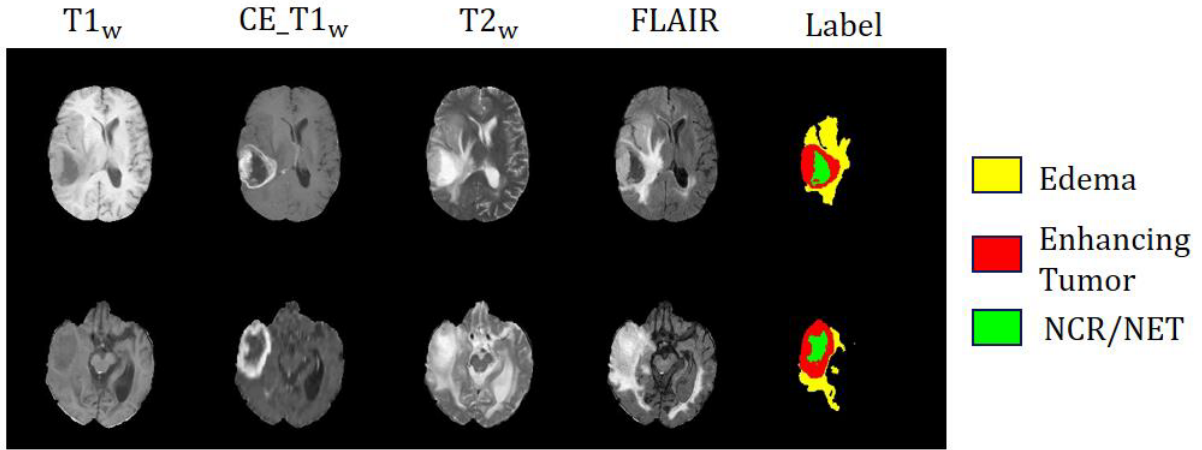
Exemples d'IRM multimodale de tumeur cérébrale. Source [23]
